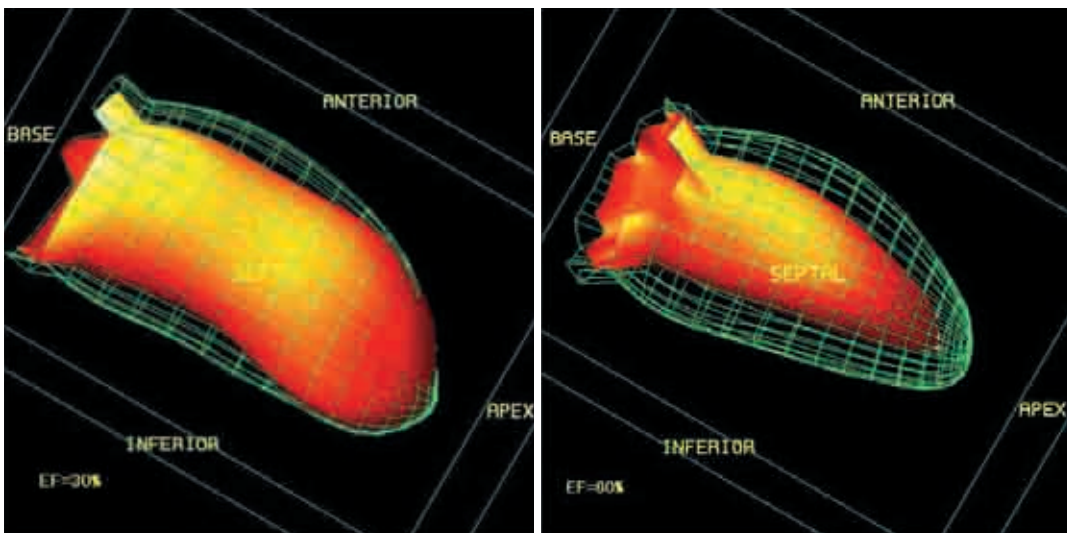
^{99m}Tc-sestamibi quantitative gated single photon emission computed tomography scans
